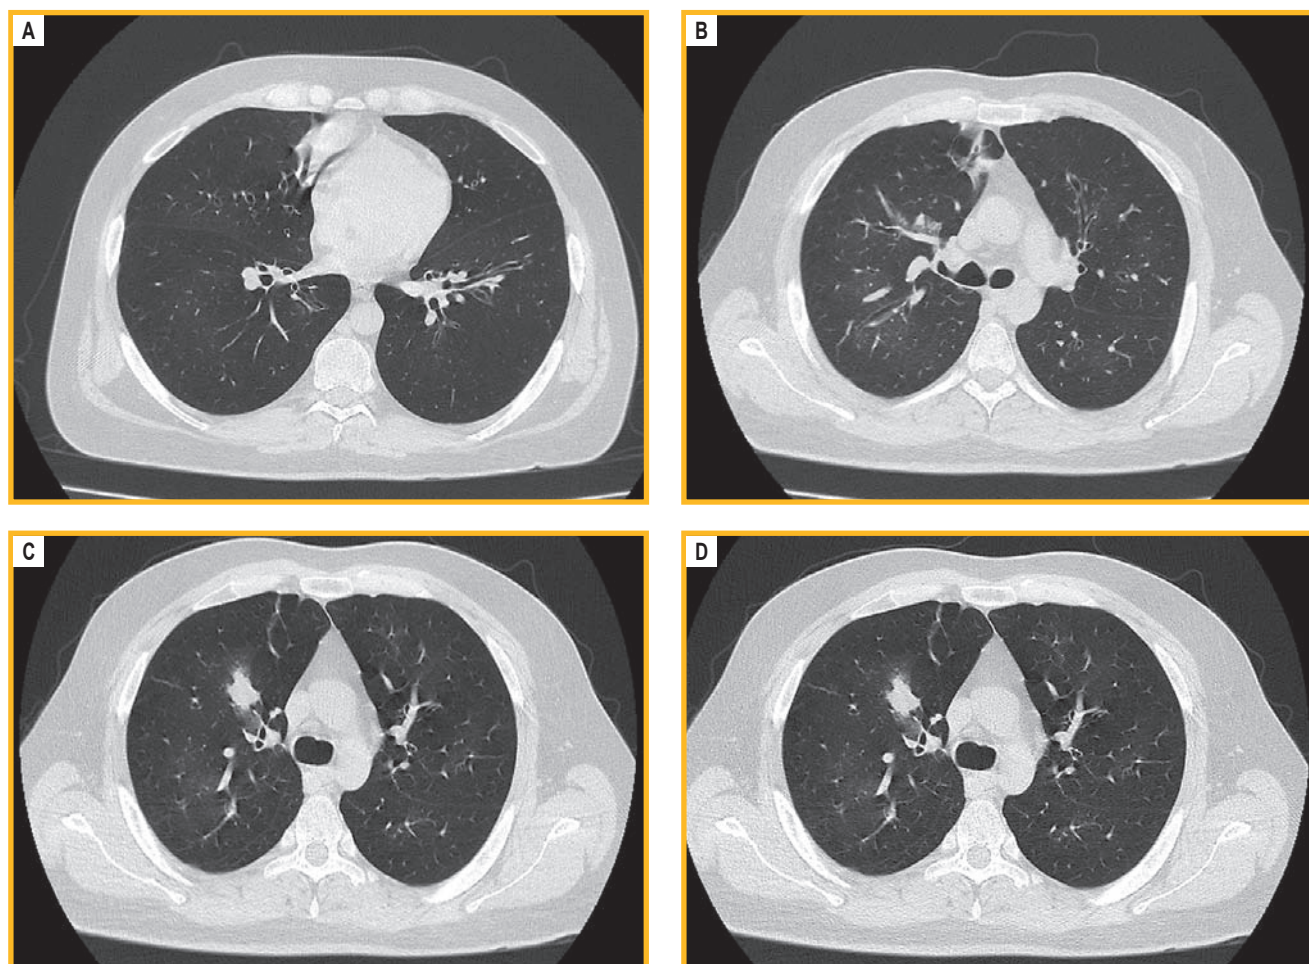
Компьютерная томограмма легких (через 2 мес. после госпитализации): очаги консолидации в правом легком (B–D), в S2 сегменте – мелкие полости 10 × 7 мм (A, B), нижней доле левого легкого – небольшие очаги уплотнения по типу «матового стекла» (B–D). Стенки бронхов утолщены, в просвете некоторых определяется слизь. В нижних долях с двух сторон просвет бронхов расширен
